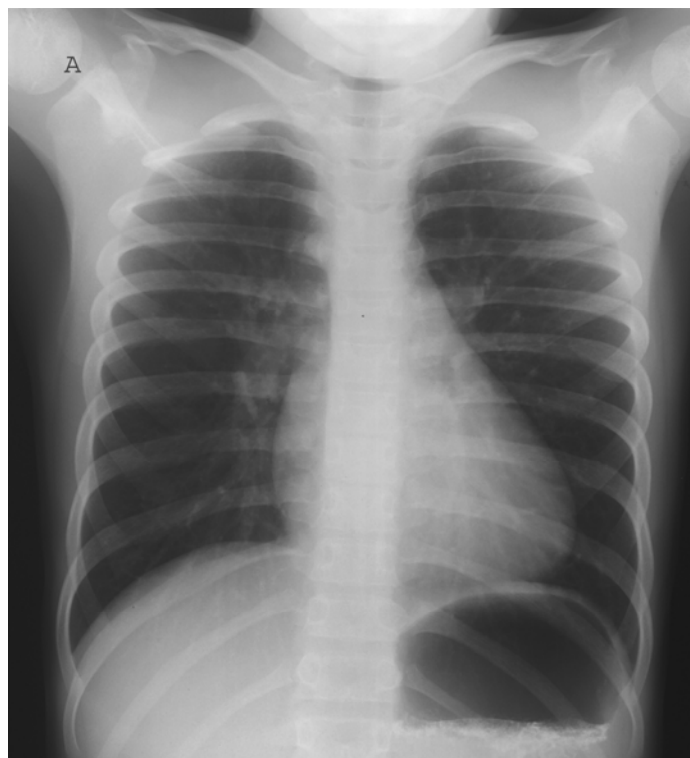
Radiographie thoracique de face en inspiration (A) et cliché de profil lors d'un transit oeso-gastro-duodénal (B) d'Eléonore D. faits à l'Hôpital de jour le 5 septembre 2005. Notez l'absence de bouton aortique gauche et le débord médiastinal supérieur droit sur la radiographie thoracique. La compression oesophagienne extrinsèque postérieure est bien visible sur ce cliché de transit de profil.
